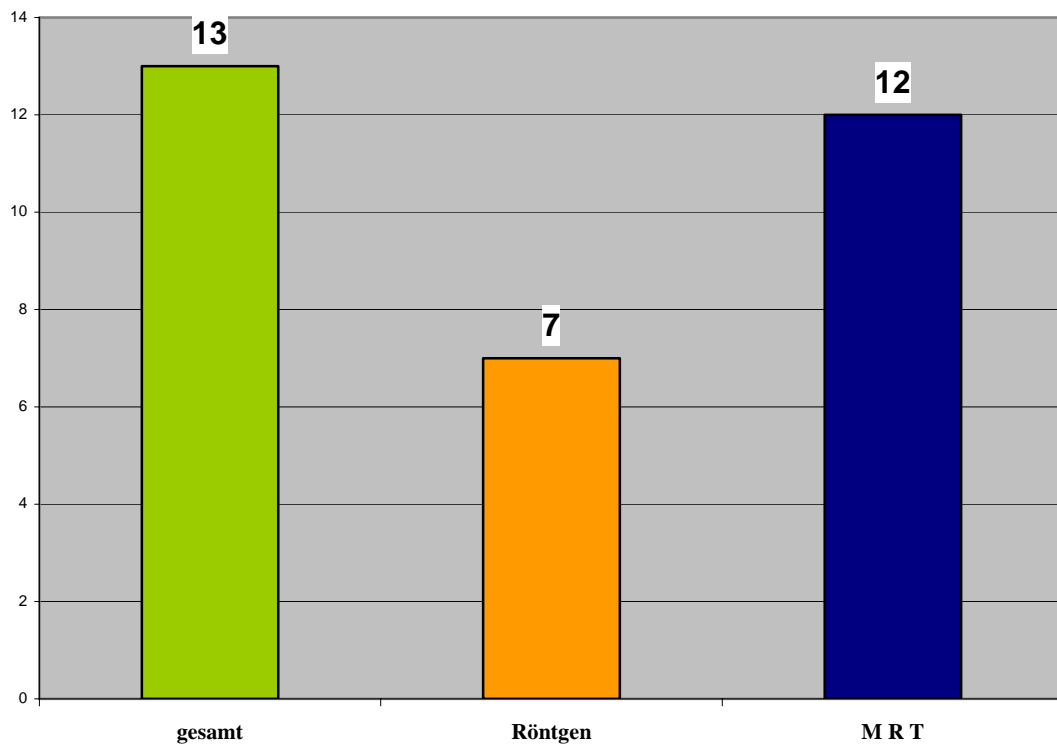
Abgrenzbarkeit der Frakturen anhand von Frakturlinien in Röntgenaufnahmen und MRT im Vergleich mit der Gesamtfrakturanzahl. Über den Säulen sind die Absolutwerte aufgetragen.
